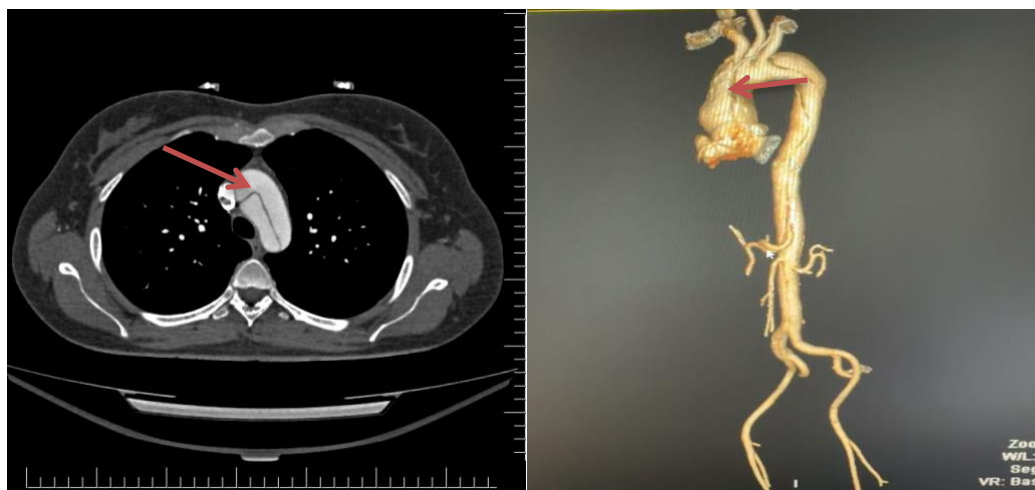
Мультиспиральная компьютерная томография с 3-D реконструкцией (расслоение обозначено стрелкой).
